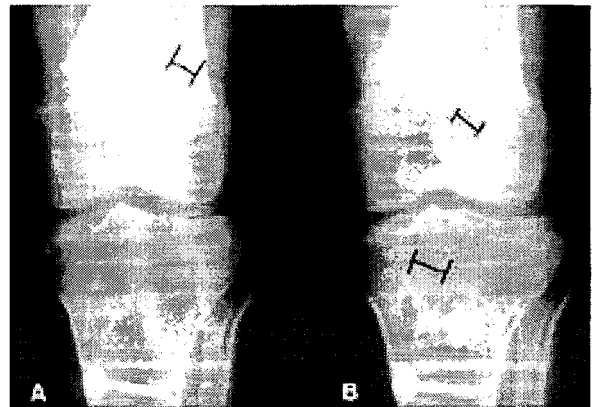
Radiographic measurement of bony tunnel. Actual tunnel size was calculated by correction of measured tunnel size with correction ratio which was obtained by division of real diameter of LA screw by measured diameter of LA screw(A). Bony tunnel was measured at the point of maximal tunnel width in well-defined sclerotic margins(B).
